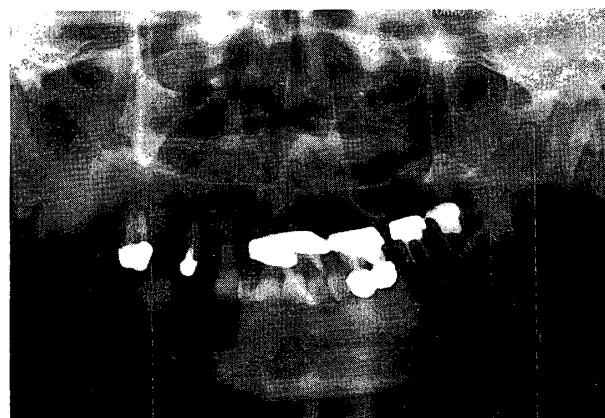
Panographic radiograph of case II
